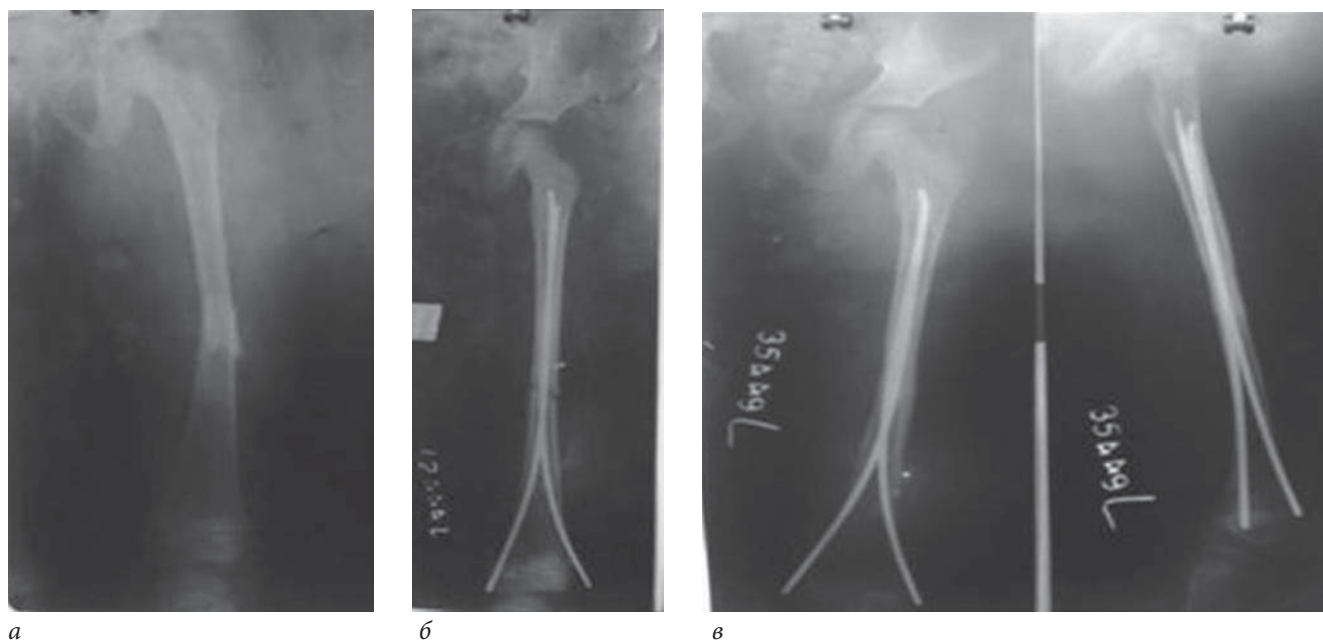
Переднезадняя рентгенограмма левого бедра девочки 7 лет, показывающая перелом бедра в средней трети (а); послеоперационная рентгенограмма левого бедра той же пациентки (б). Видны два титановых эластичных стержня одинаковой длины, помещенных ретроградно в диафиз бедренной кости; переднезадняя рентгенограмма той же пациентки, показывающая исход лечения перелома диафиза бедра с образованной костной мозолью в отдаленном периоде через 7 месяцев после операции (в)
